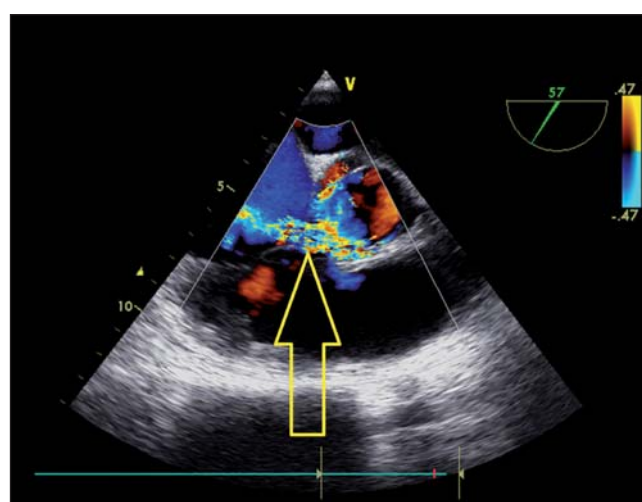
Zobrazená komunikácia medzi pravým Valsavovým sínusom a pravou predsieňou s L-P skratom podľa transesofageálnej echokardiografie
